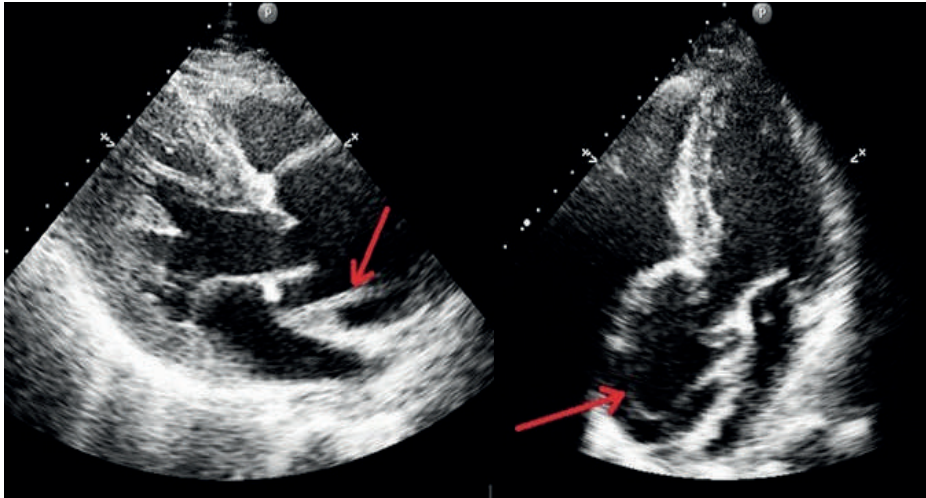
Ecografía transtorácica bidimensional por ventana paraesternal (izquierda) y apical (derecha) que muestran dilatación de la raíz aórtica con desprendimiento intimal de la aorta y *flap* diastólico (flechas rojas).
